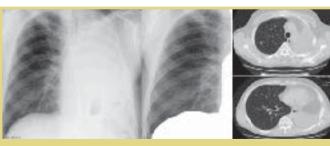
Рентгенограмма и КТ ОГК через 3 мес после операции: сохраняется незначительное смещение органов средостения влево, полость распада в правом легком не визуализируется
